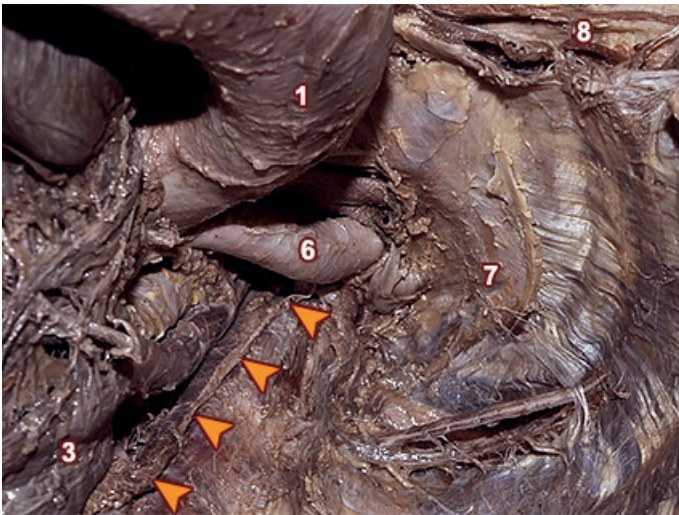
Vista anterior izquierda, levemente desde inferior para apreciar mejor el opérculo torácico superior. La AD se reclina hacia superior. El CT aborda a la arteria subclavia izquierda por su cara posterior y medial, siguiéndola hasta su salida de la cavidad torácica. Se evidencia la íntima relación que toma con el ES a este nivel.
